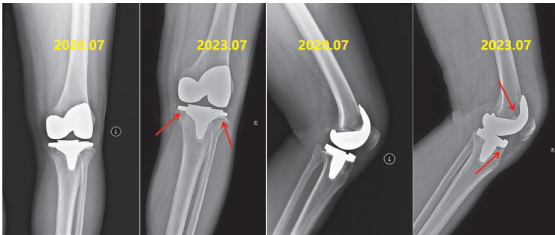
与初次置换术后X线片比较,2023年7月7日复查膝关节X线片显示胫骨平台及股骨髁假体周围多发透亮线(红色箭头)
